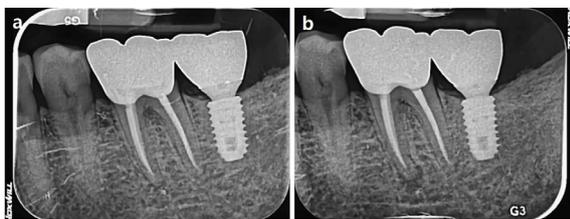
(a) 근관 치료 1년 후 (b) 근관 치료 2년 6개월 후. 근심 근관의 병소에 해당하는 치근단 방사선투과상이 관찰된다.
